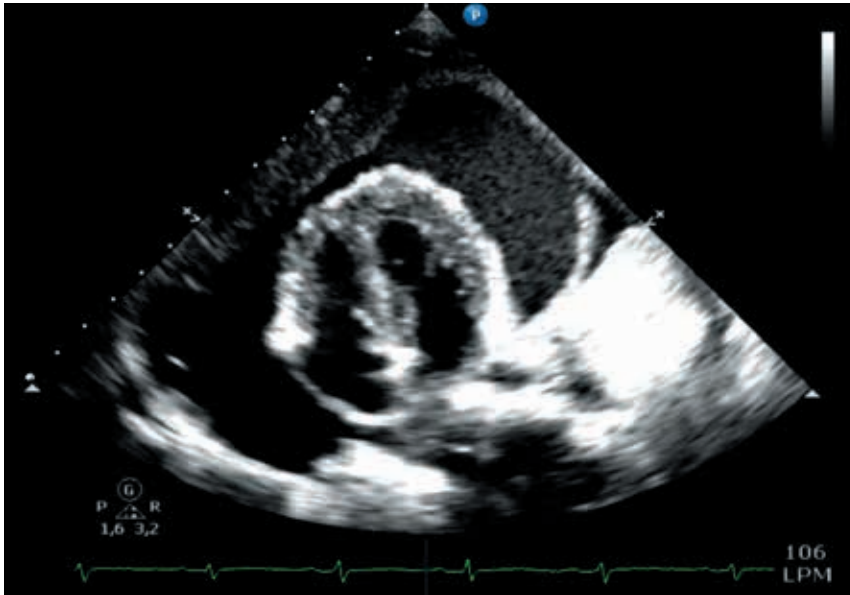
Ecocardiografía.
